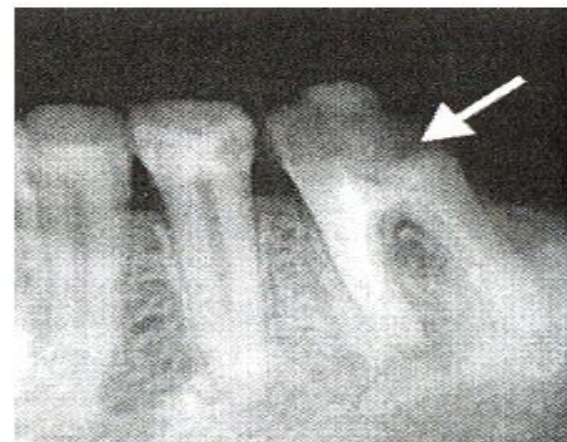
Внутриротовая периапикальная рентгенограмма. Сообщение кариозной полости с полостью зуба 36.
